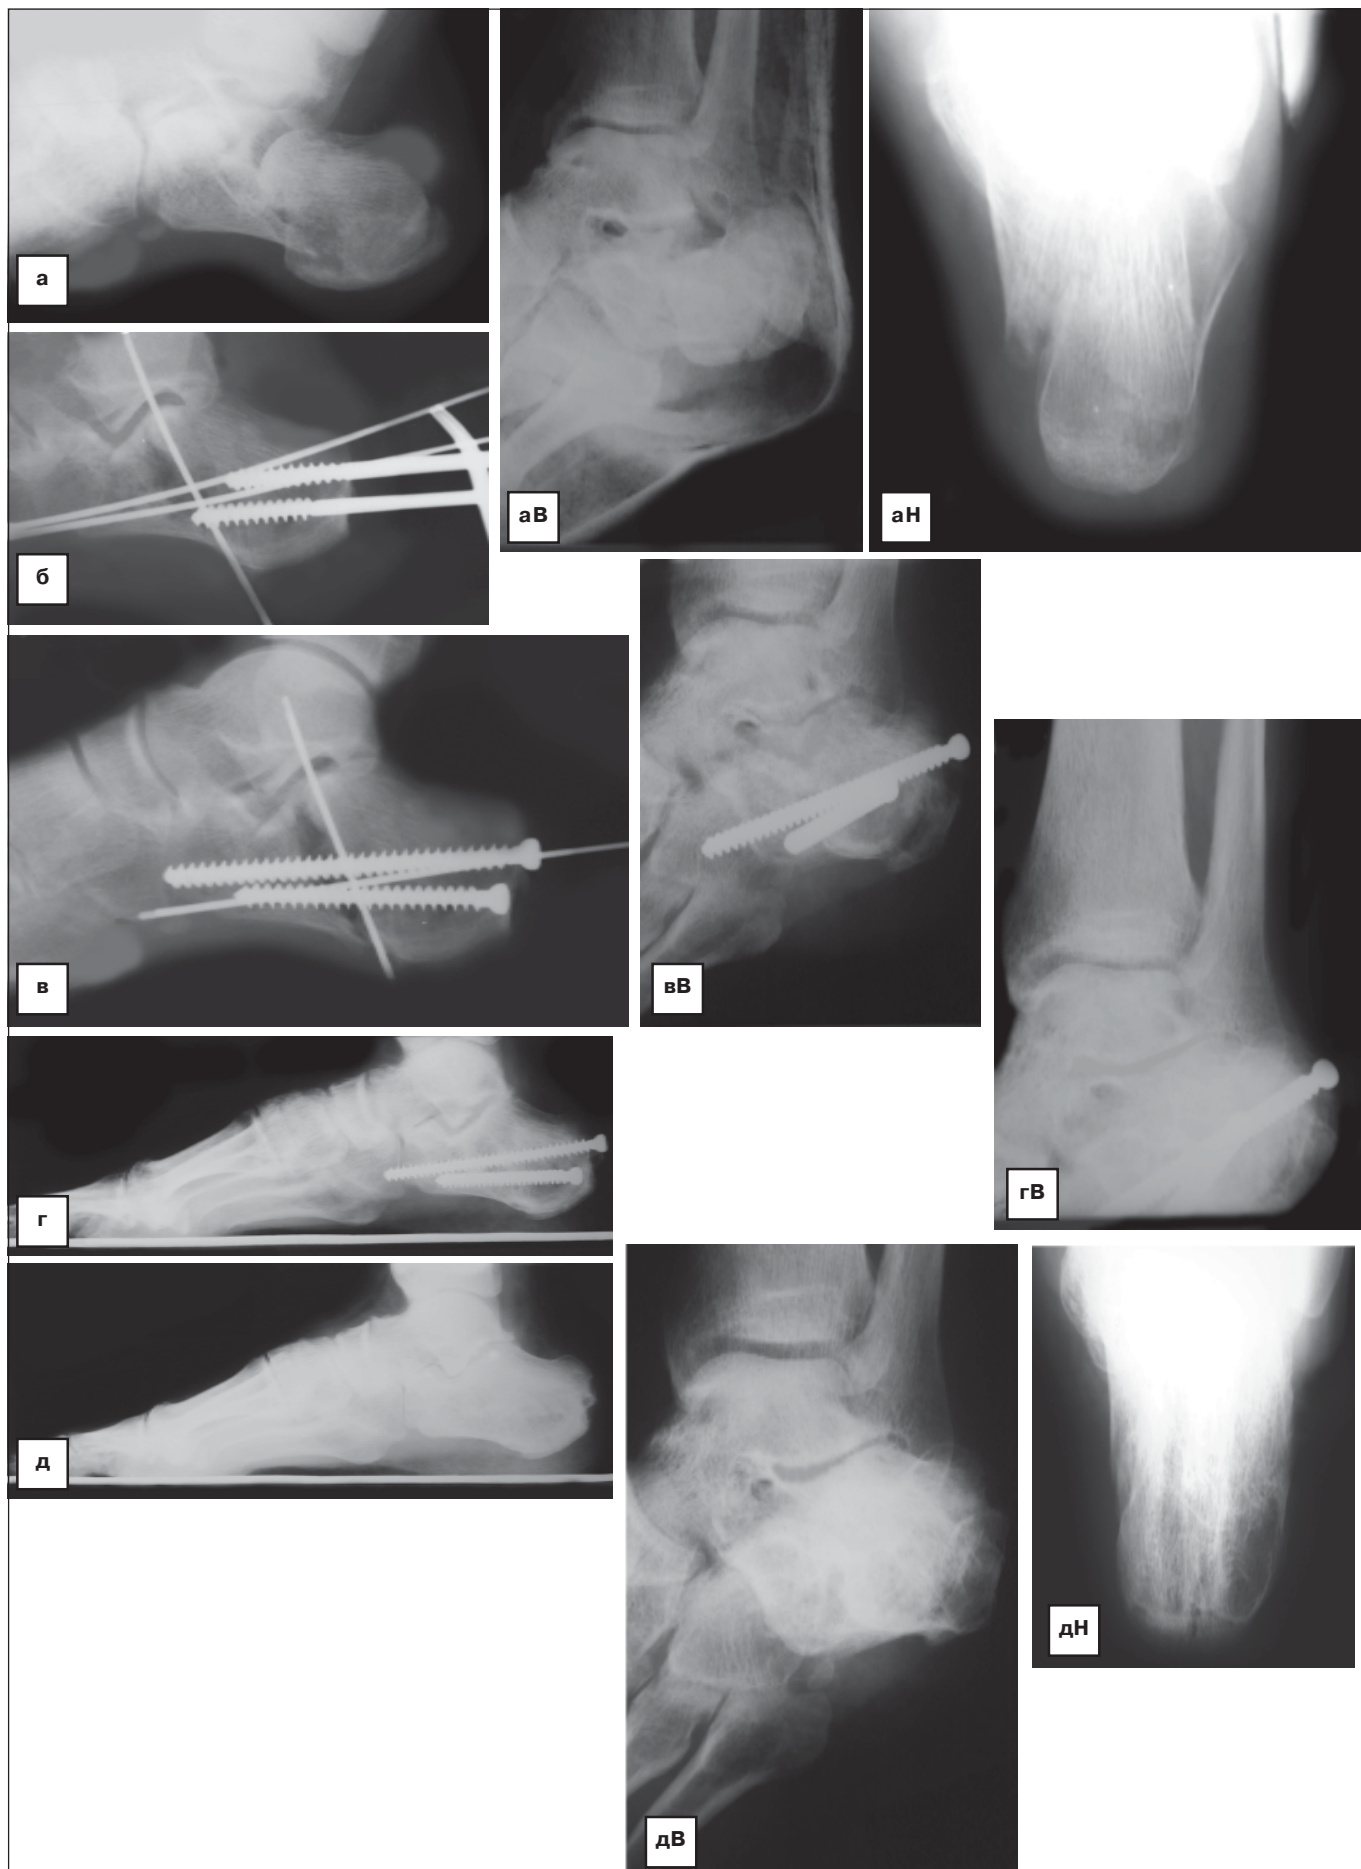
Рентгенограммы левой стопы больного Б-ва В.С. в боковой проекции, по Broden'у (В) и по Harris'у (Н): а, аВ, аН – после травмы; б, в, вВ – в процессе операции; г, гВ и д, дВ, дН – соответственно, через 5,5 месяцев и 1 год 1,5 месяца после хирургического вмешательства.
